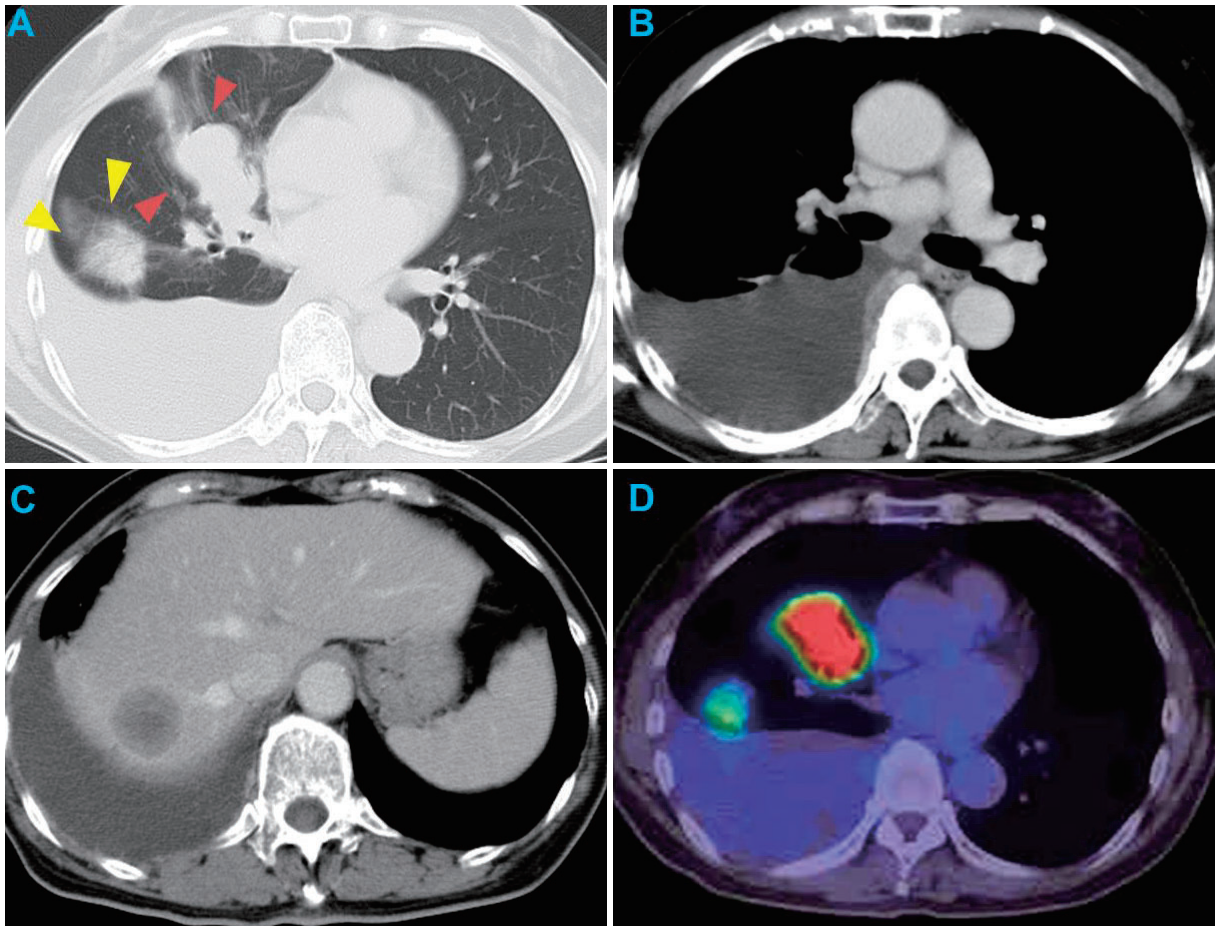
CT on admission revealed a 38-mm mass in the S⁴ (red arrowheads) and a 30-mm mass in the S⁶ (yellow arrowheads) of the right lung associated with right pleural effusion (A). The enlargement of lymph nodes #4 and #7 was detected (B). The 30-mm mass in the S⁶ of the liver was indicative of metastasis (C). PET/CT showed the strong accumulation of FDG in the S⁴ mass (SUV_{max}: 12.5) and the weak accumulation in the S⁶ lesion (SUV_{max}: 2.5) (D).
